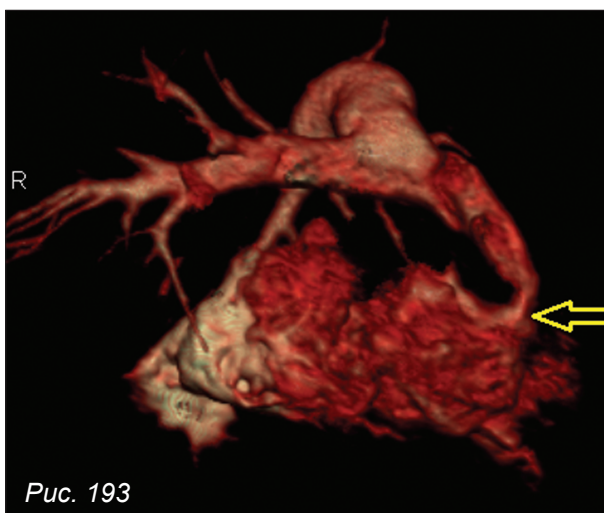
КТ-ангиография. Объемные реконструкции правого желудочка, ствола и ветвей легочной артерии. Тетрада Фалло
